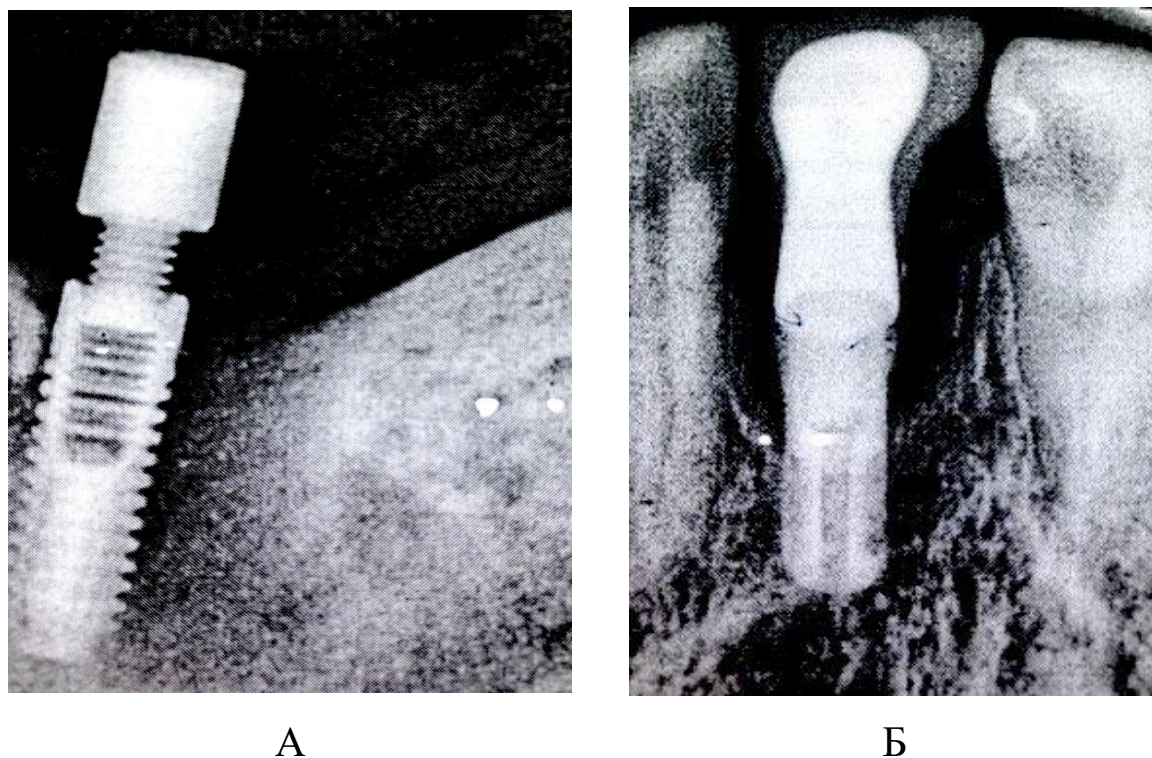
Рентгенологическая картина периимплантита:
